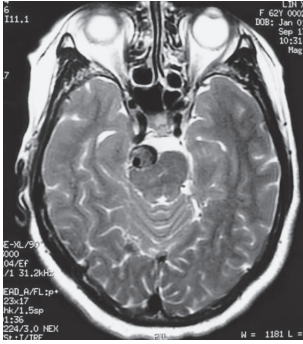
头颅 MRI-T<sub>2</sub>WI 示 BA 扭曲、膨大,部分流空信号缺失,桥脑腹侧外形受压改变,桥脑中层梗死
